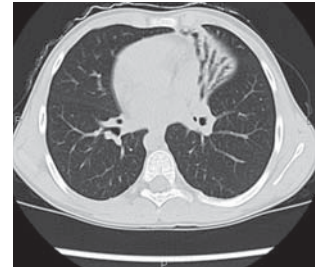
Компьютерная томография легких: полное обратное расположение внутренних органов, пневмосклероз 4-го и 5-го сегментов левого легкого, признаки хронического бронхита (тот же пациент)
